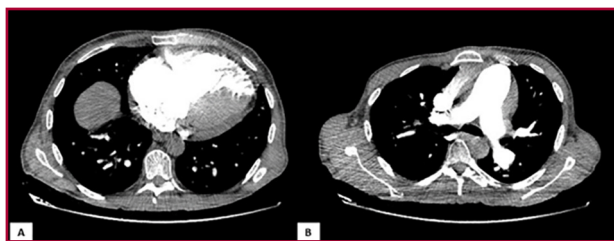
Angiotomografía computada de arterias pulmonares. Cortes axiales a nivel de cavidades cardíacas ventriculares (A) y a nivel de salida de grandes vasos y bifurcación de la arteria pulmonar (B). No se aprecian defectos de repleción a nivel intravascular en la arteria pulmonar ni imágenes sugestivas de trombo (B). Llama la atención la dilatación de VD, con una relación ventrículo derecho/ventrículo izquierdo >1 (A). VD: ventrículo derecho
